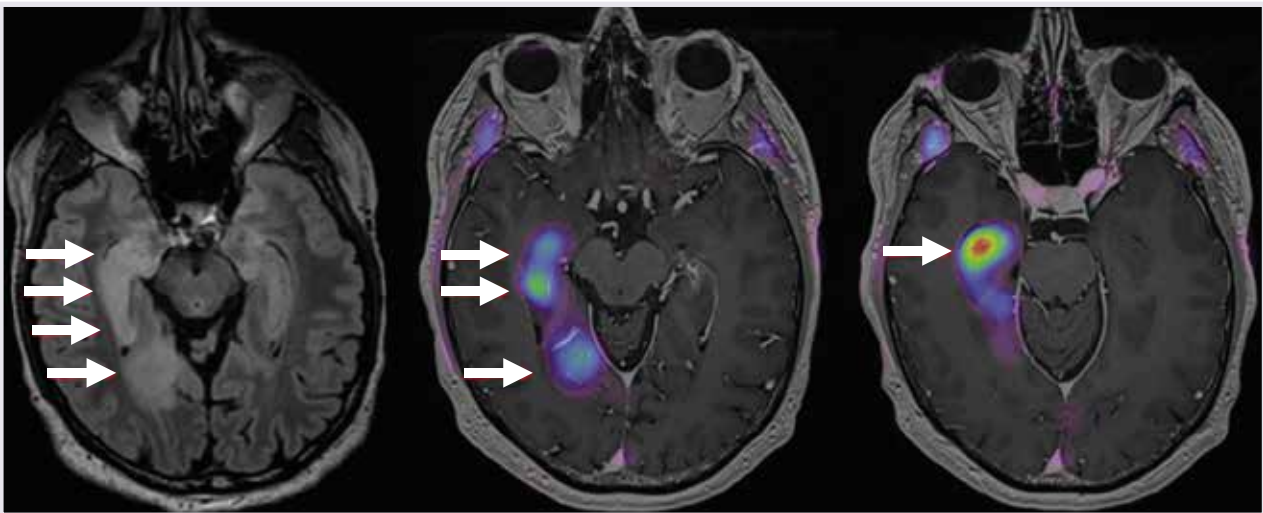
Ein Astrozytom Grad III-Hirntumor mit deutlicher Signalalteration im MRI (Pfeile linkes Bild), jedoch ohne pathologische Kontrastmittelaufnahme bzw. Störung der Blut-Hirn-Schranke. Im FET-PET im Vergleich zum umgebenden Hirngewebe vermehrte Aufnahme der Aminosäure Tyrosin (mittleres Bild), wobei die dynamische Analyse für einen höhergradigen Tumor spricht (Fusion des PET-Datensatzes mit dem MRI). Zudem zeigt sich im vorderen Anteil des Hippocampus ein „hot-spot“ (rechtes Bild), was im Normalfall dem höchsten Tumorgrad innerhalb des Tumorgewebes entspricht und dem Neurochirurgen eine Hilfestellung zur Biopsieplanung gibt.
